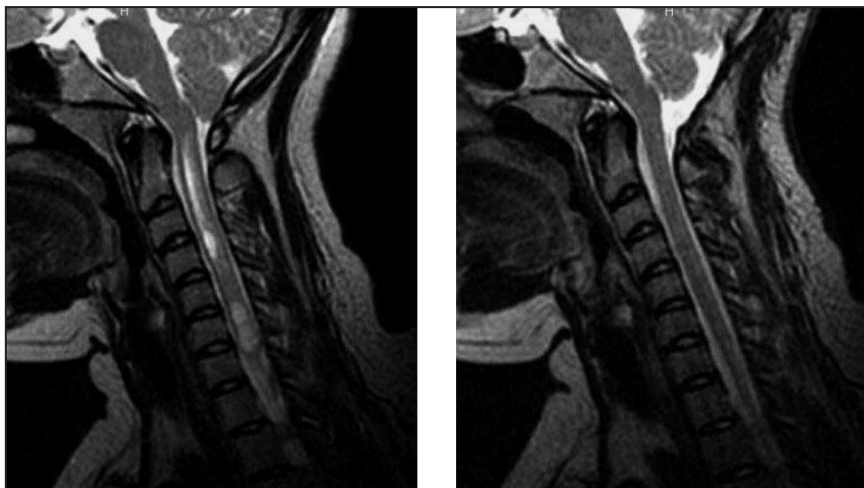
Imagen a la RMN, caso1 - preoperatoria(izq) y postoperatoria(der).
